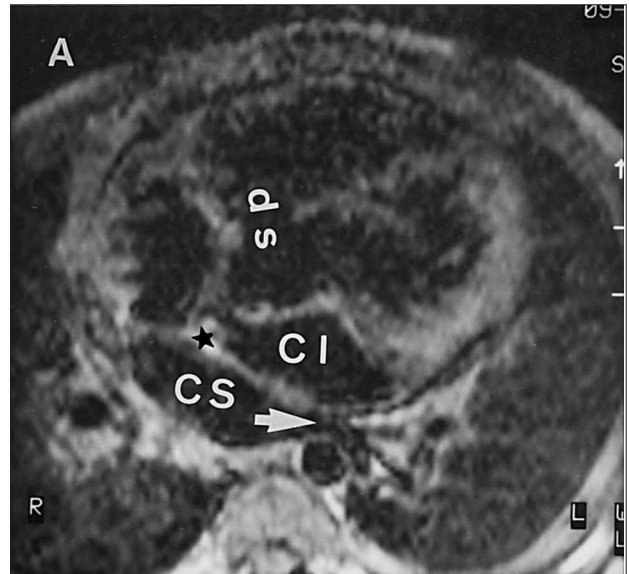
Resonancia magnética. Proyección axial: las venas pulmonares se conectan a una cámara superior (CS). La cámara inferior (CI) desemboca a través de la válvula mitral en el ventrículo izquierdo. Existe una comunicación interventricular (DS). Flecha blanca: venas pulmonares; asterisco negro: inserción de la banda fibromuscular en el septo interauricular.
